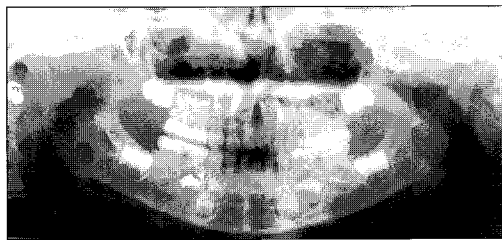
Panoramic x-ray view before treatment.
